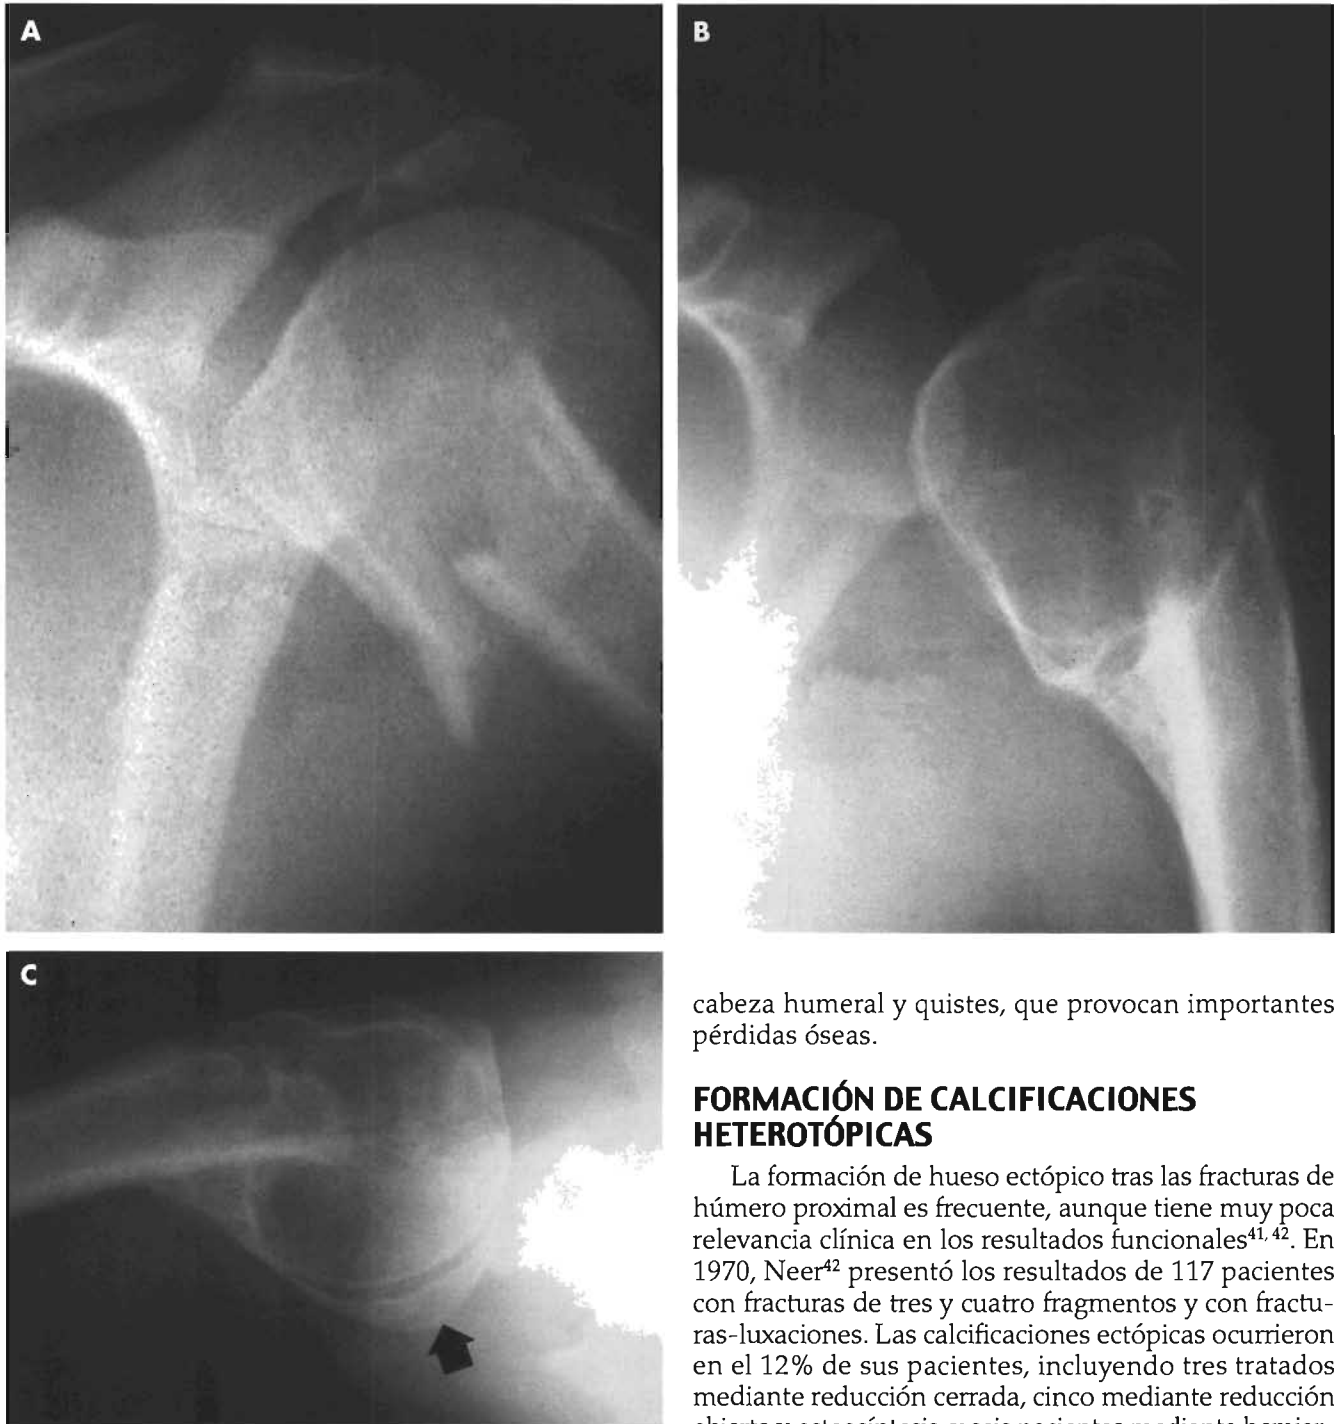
A. Radiografía AP que muestra una fractura en tres fragmentos del húmero proximal. B. Imagen AP en la que se ve una consolidación viciosa del húmero proximal varios años después. Nótese la posición en varo de la zona de la cabeza y la diáfisis y de los componentes de la fractura así como el desplazamiento del troquíter hacia arriba. C. Radiografía lateral axilar que muestra el desplazamiento del troquíter hacia atrás (flecha).
